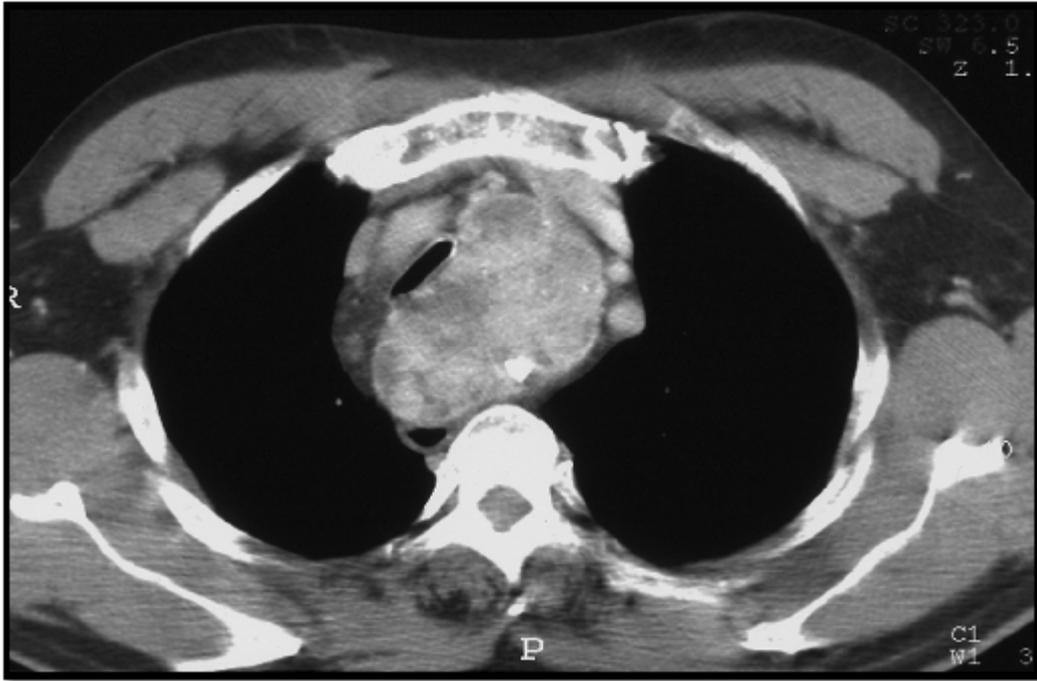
TDM en coupe axiale : goitre plongeant comprimant la trachée [68].
